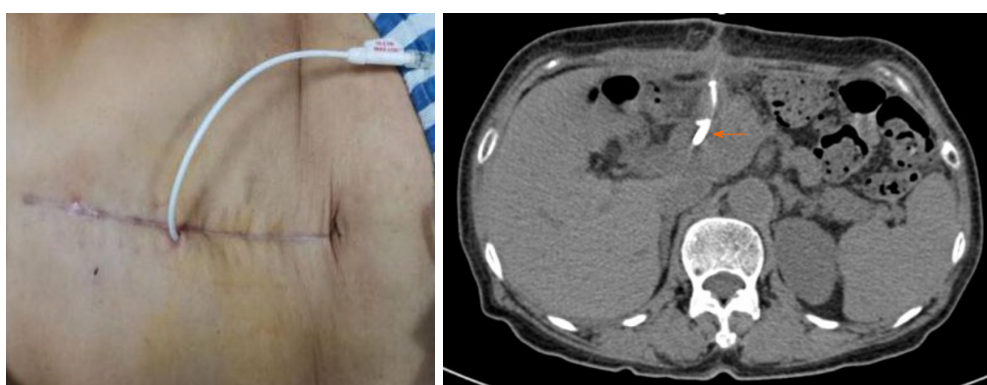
置管后(左图)及CT示引流管末端(右图橙色箭头).
